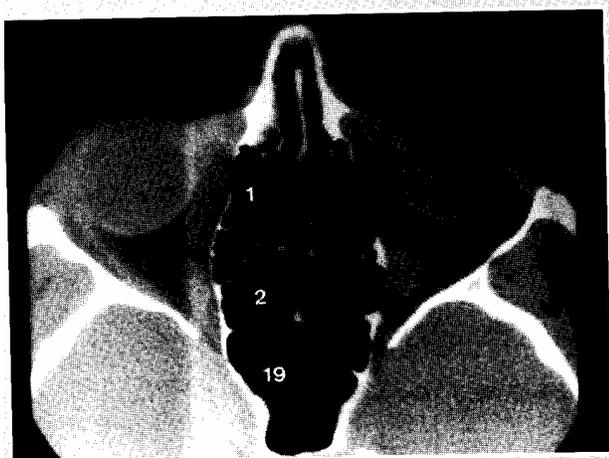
TC no plano axial - labirinto etmoidal.
